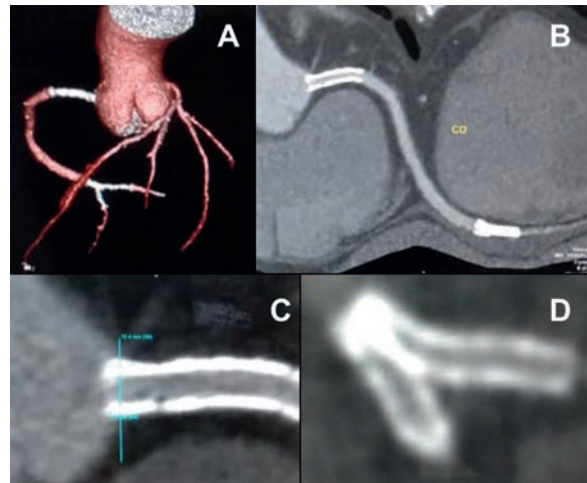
Tomografía cardíaca multicortes (paciente 2). A. Reconstrucción 3D del árbol arterial coronario y raíz aórtica. B. Reconstrucción multiplanar de arteria Coronaria Derecha. C. Stent en ostium de arteria Coronaria Derecha, ligeramente protruyendo sobre Aorta. D. Stents en bifurcación distal de arteria Coronaria Derecha.
